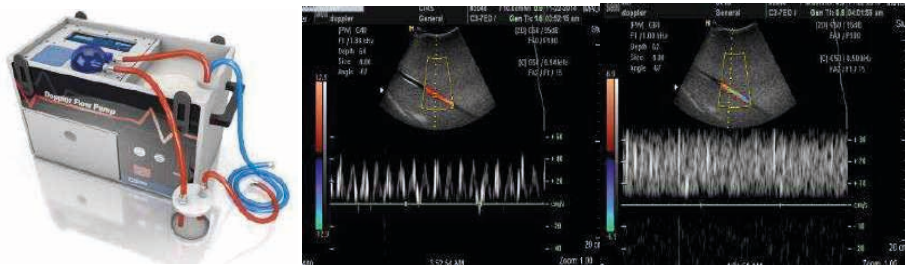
(a) Simulador Doppler Uretano Modo B/Doppler sUN, (b) simulador Doppler Zerdine, (c) simulador Doppler Zerdine CIRS, (d) bomba de fluxo, (e) teste de qualidade modo pulsado, (f) teste de qualidade modo contínuo.
